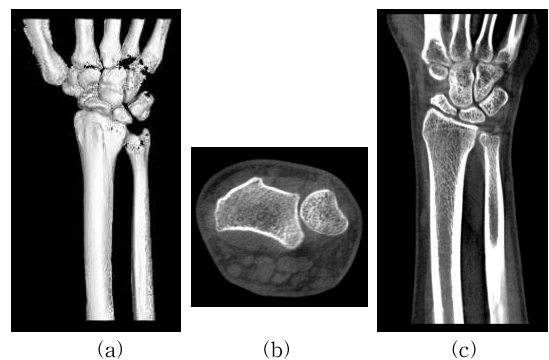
CT image example (a) reconstructed 3D image (b) vertical slice image (c) horizontal slice image.
